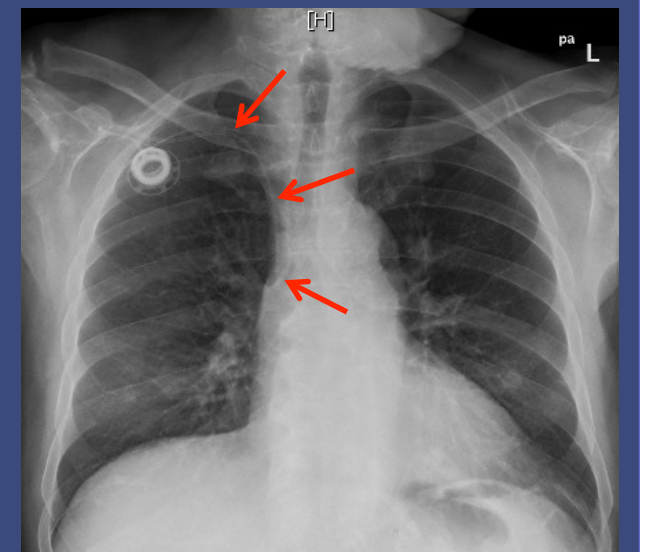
postoperative Lagekontrolle durch Röntgen. Hiermit lässt sich postoperativ die korrekte Lage der Katheterspitze in Projektion auf die V. cava superior darstellen. Weiterhin dient das Verfahren dem Ausschluss eines Pneumothorax.
